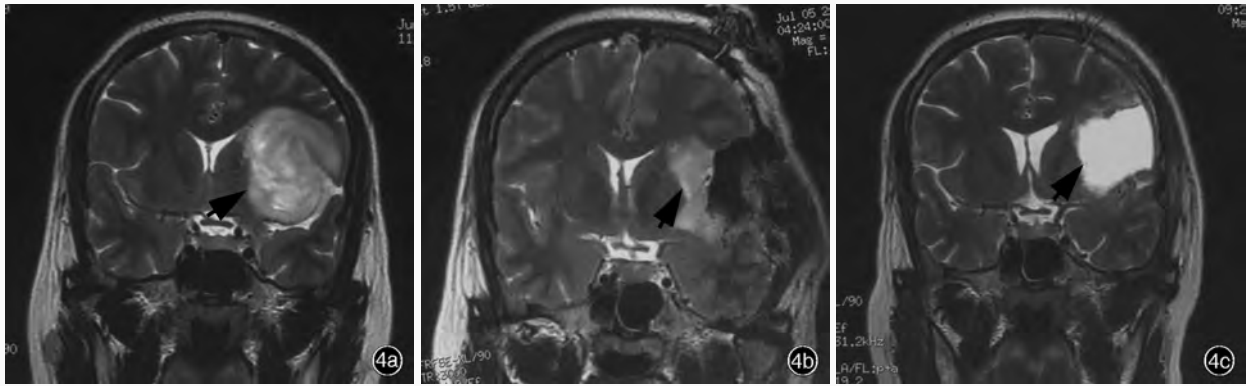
女性患者,31岁。弥漫性星形细胞瘤(WHO II级)。术前、术中、术后MRI检查所见 4a 术前冠状位快速恢复快速自旋回波序列(FRFSE)扫描显示肿瘤位于左侧额颞岛叶 4b 冠状位FRFSE扫描显示手术第一步切除浅层肿瘤后残留的深部肿瘤 4c 术后冠状位MRI扫描显示肿瘤全切除,瘤腔充满脑脊液
